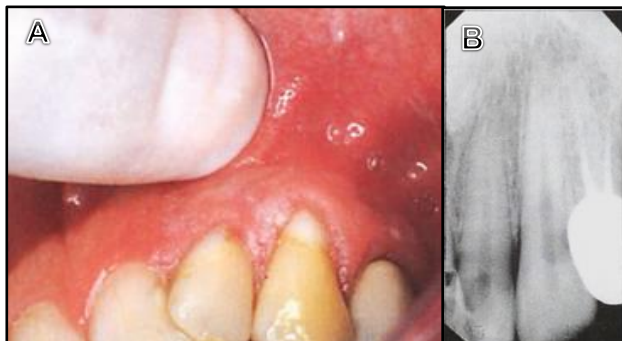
Palpación periapical , 15-B no se observan signos concretos de cambios periapicales radiológicos.
